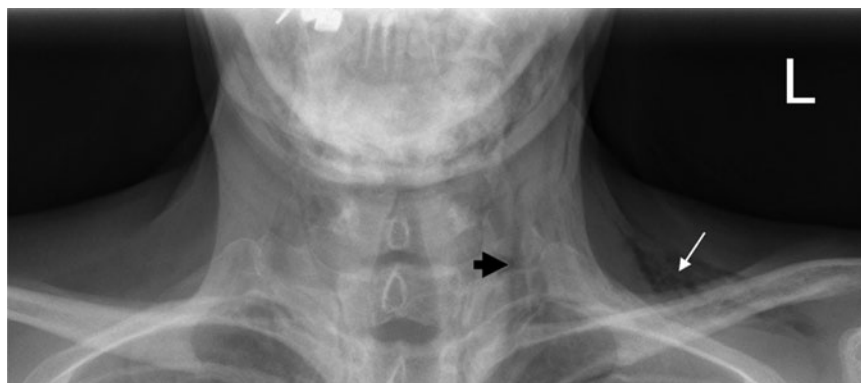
▲ Thoraxröntgen p.a. Subkutane Luftkolektion zervikal und supraklavikulär links mit Fiederung der Weichteile
